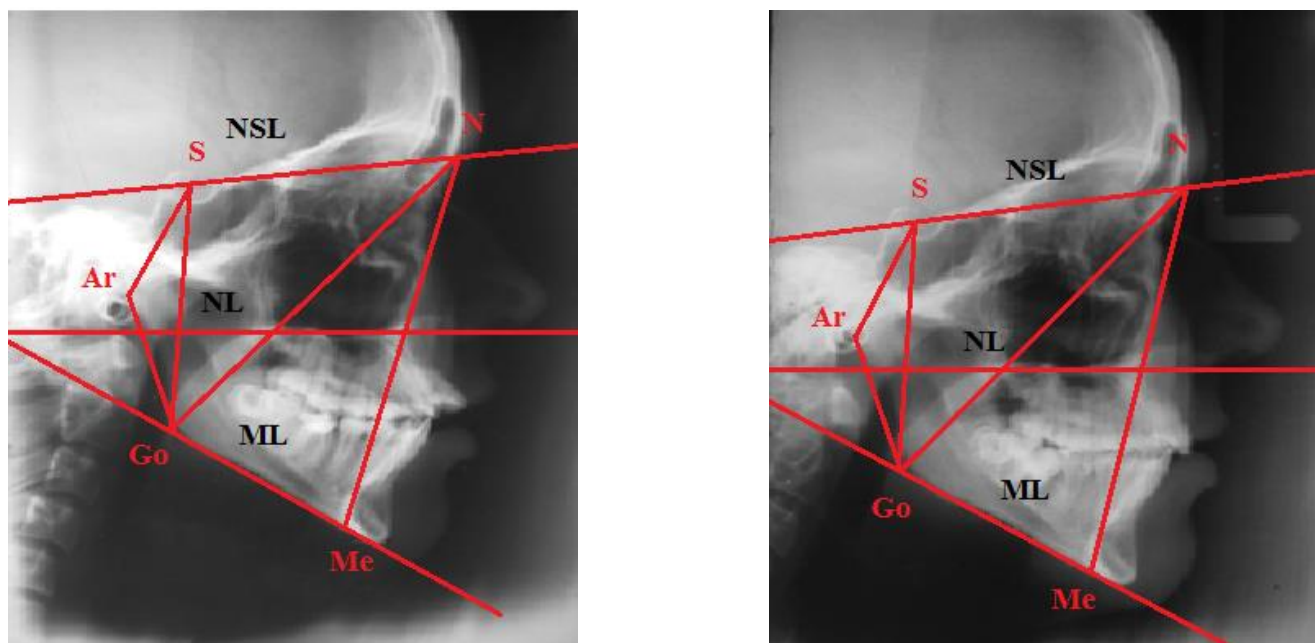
Телерентгенологическое исследование
